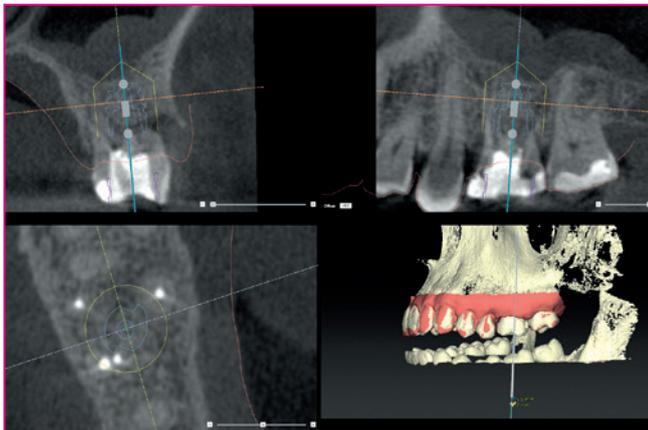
Präoperative Diagnostik und Implantatplanung anhand einer digitalen Volumentomografie (NobelGuide, NobelBiocare).
